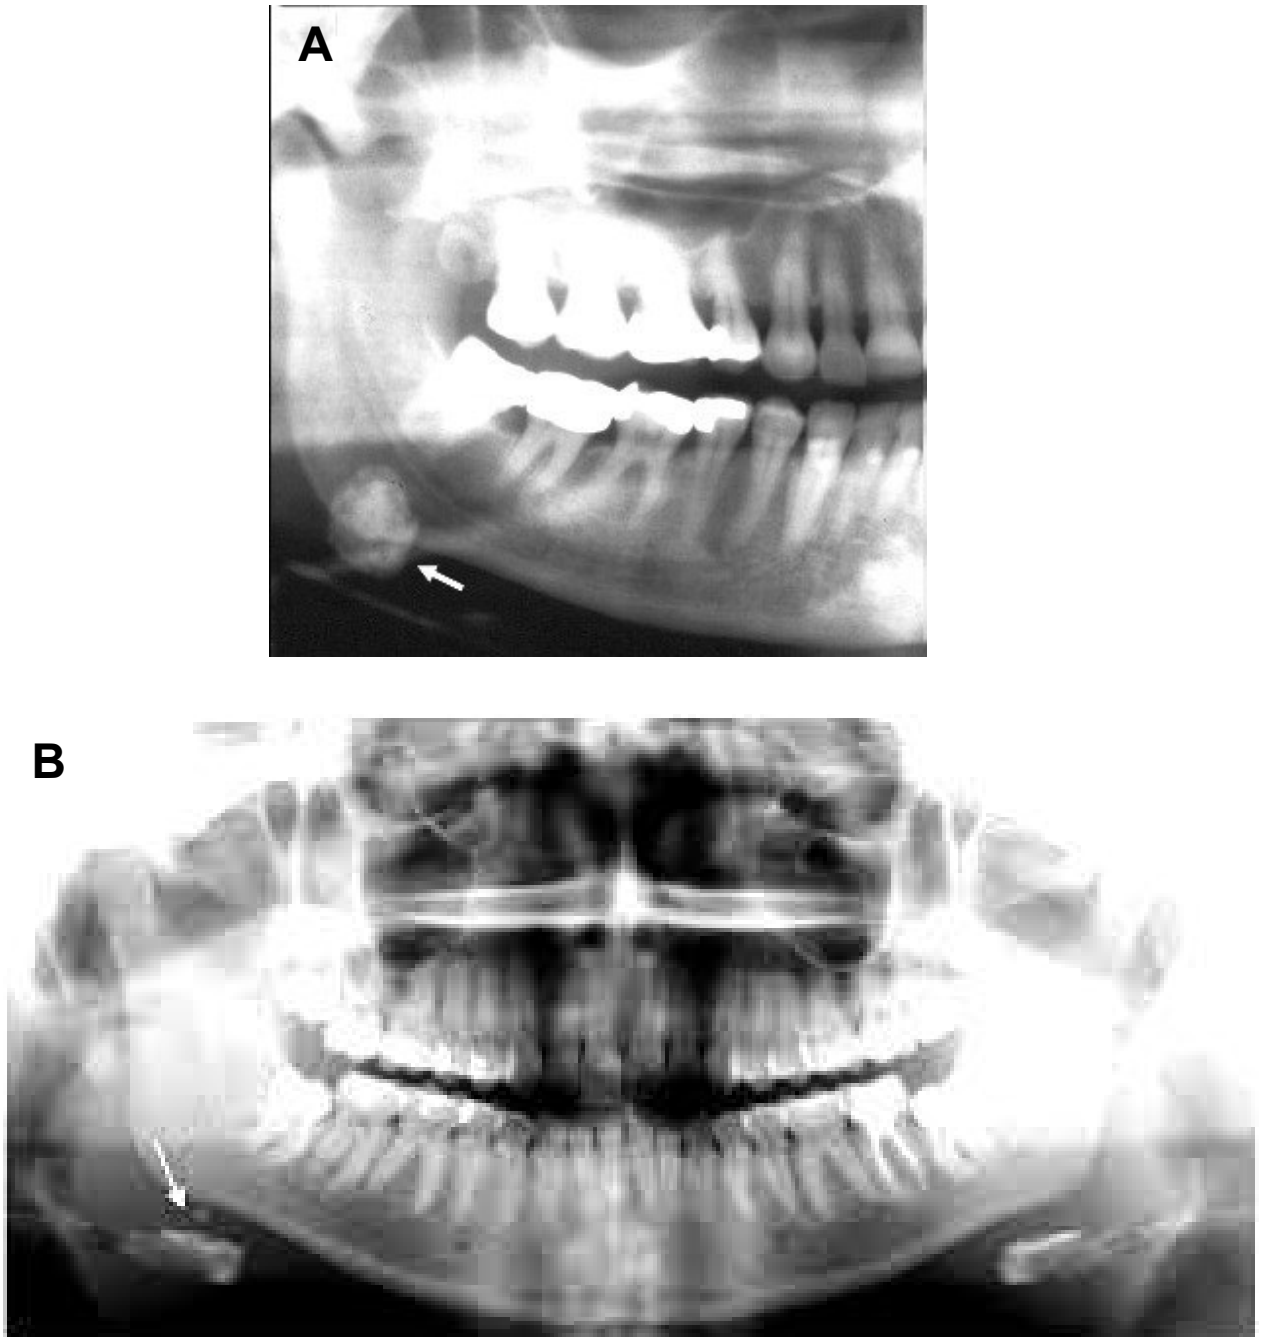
A y B, Radiografía panorámica Radiografía panorámica donde se aprecia la estructura laminada del sialolito de una glándula submandibular.
